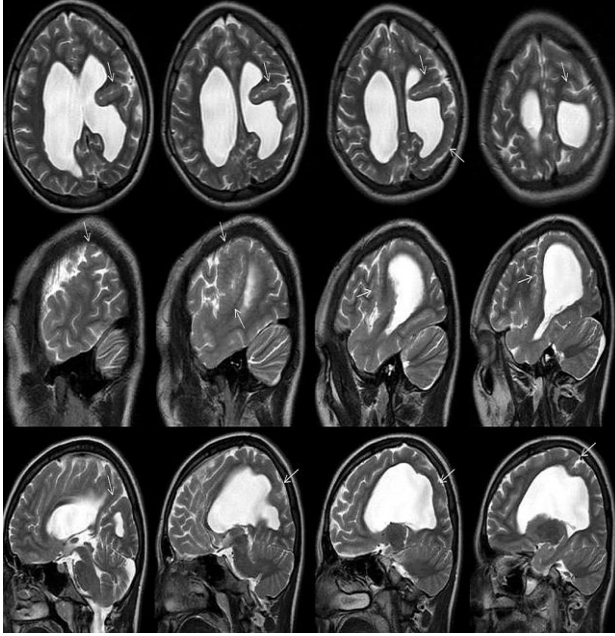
13 yaşında kadın hasta sol parasagittal perikalozal-frontal bölgeden paryetal kortikal yüzeylere uzanan polimikrogiri (oklar) ve nodüler kortikal heterotopi (açık oklar) odakları görülmektedir. (Üst sıra: aksiyel T2 ağırlıklı MRG, alt sıra: sagittal T2 ağırlıklı MRG)
